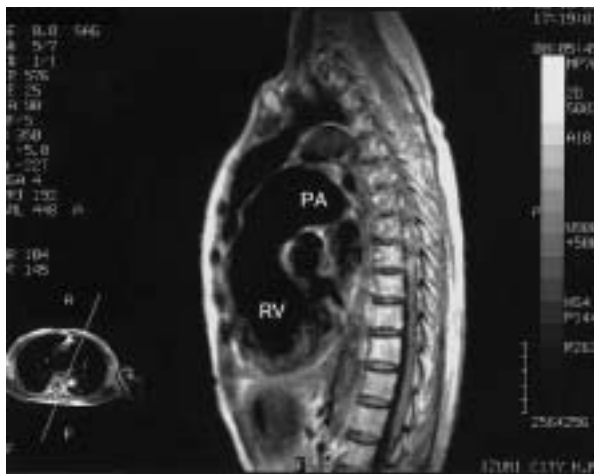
Sagittal T1-weighted spin-echo magnetic resonance image(550/25)showing enlarged pulmonary artery and the absence of pulmonary valve leaflets
